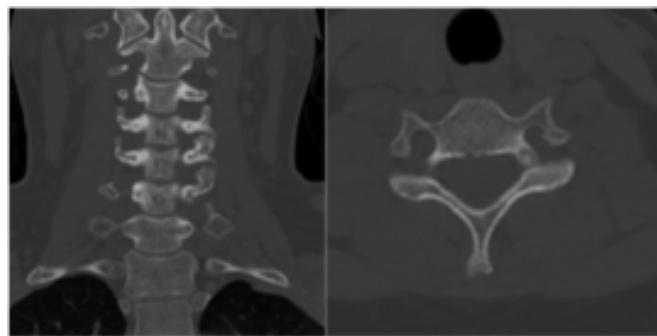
Tomografia Computorizada cervical: lesão de características osteoblásticas com nidus central, com 13mm de diâmetro, a nível do pedículo esquerdo de C6, compatível com Osteoma Osteóide.
